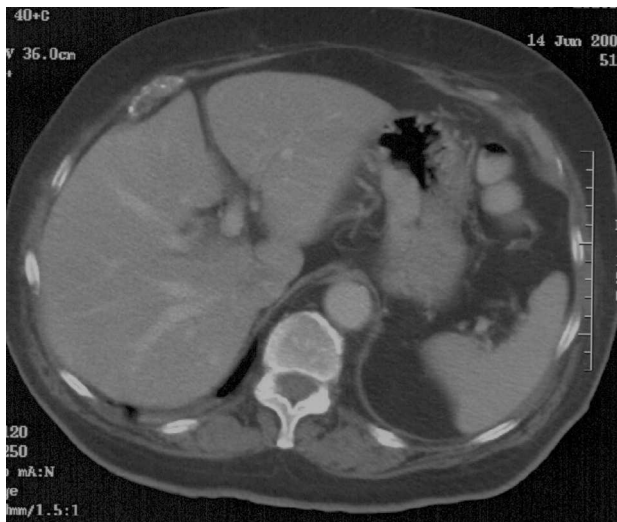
Tomografía axial toracoabdominal en la que se aprecia una lesión de 4 x 2 cm en la curvatura menor gástrica sin imágenes expansivas (flecha).
